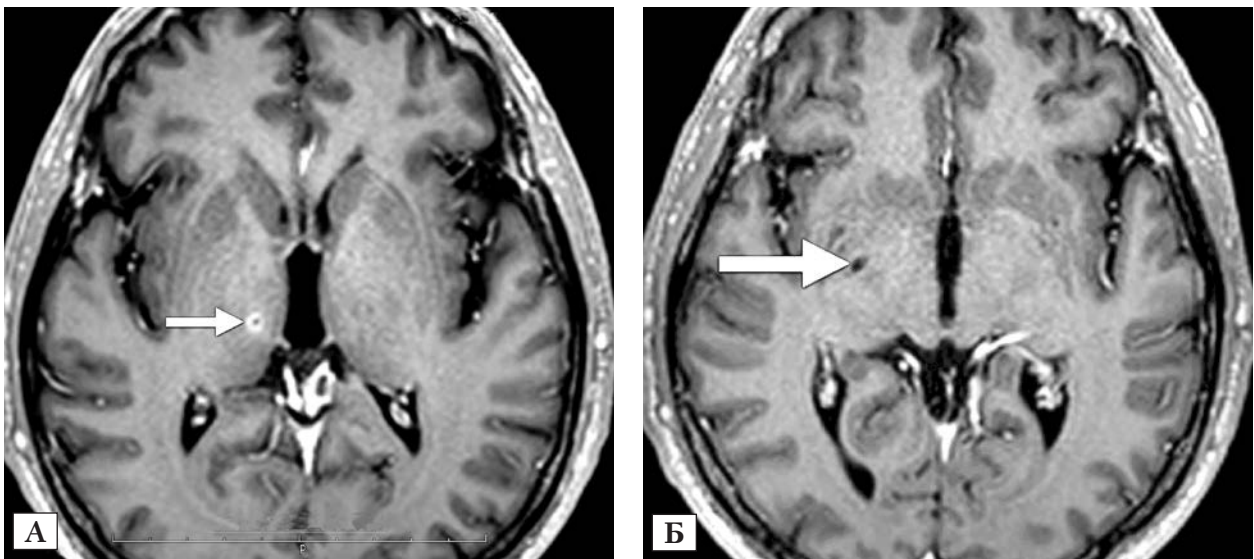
Післяопераційна магнітно-резонансна томографія: А — зона деструкції правого проміжного ядра таламуса (Vim); Б — зона деструкції медіанного сегмента правої блідої кулі
